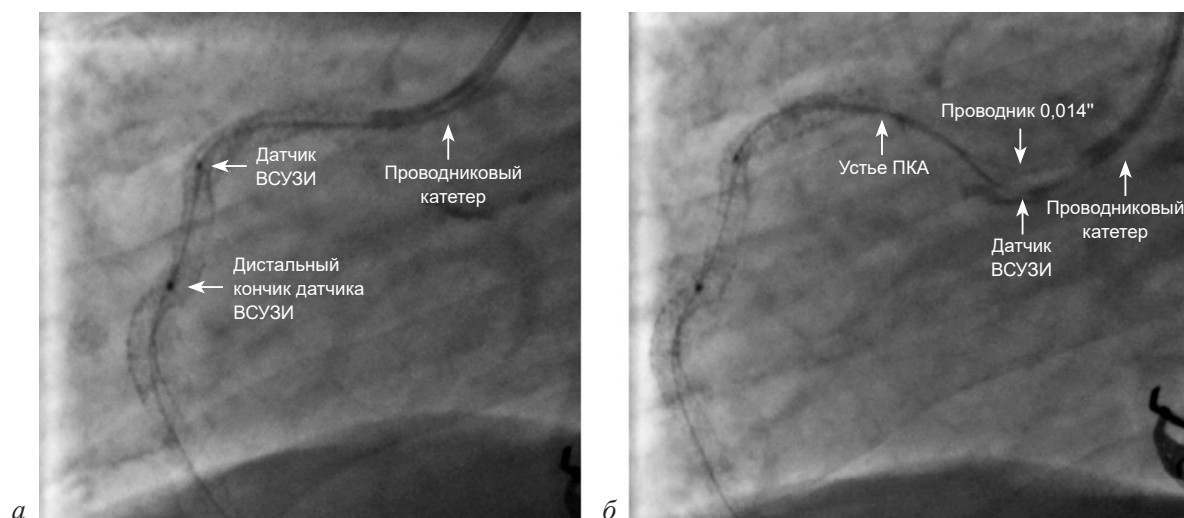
Заведение датчика ВСУЗИ:
